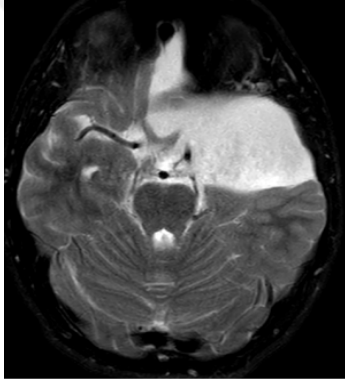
Şekil b : Preop MRG Flair
